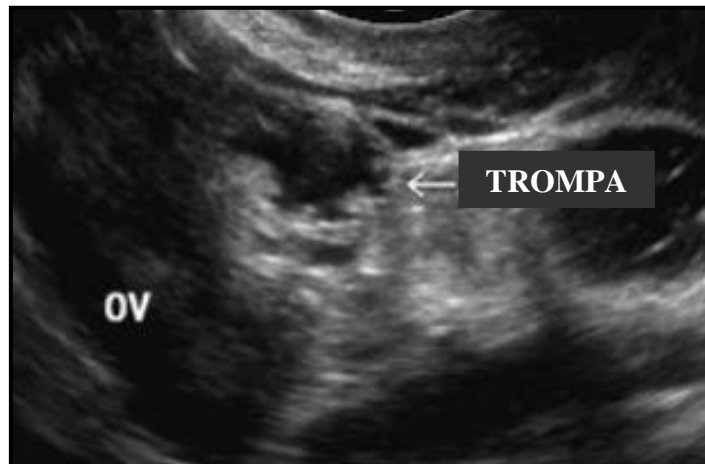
Ecografia transvaginal com vista em secção transversal de uma trompa de Falópio, mostrando o sinal em roda dentada.
